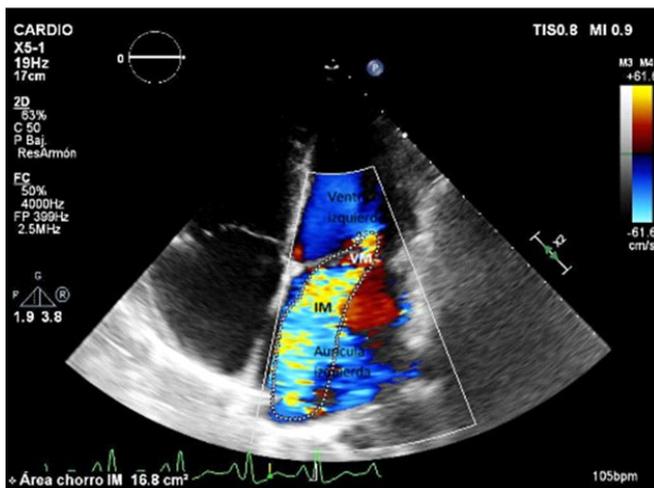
Imagen del Doppler color del estudio ecocardiográfico transtorácico, proyección apical 4 cámaras mostrando la IM severa que presentaba el paciente. VM: válvula mitral; IM: chorro de regurgitación mitral.
